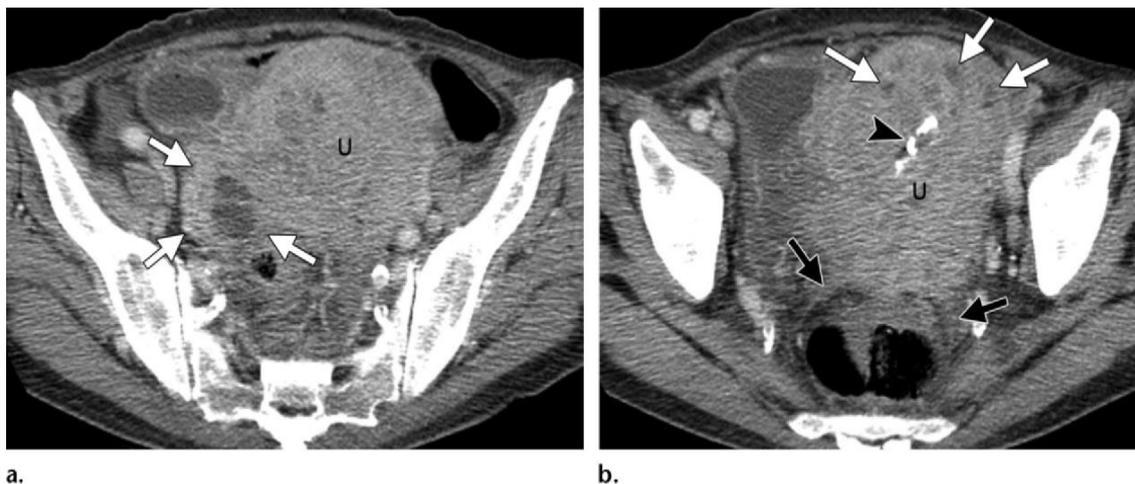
Tomografía de abdomen que muestra A) líquido libre abdominal y una masa heterogénea rodeando un DIU y B) abscesos.
